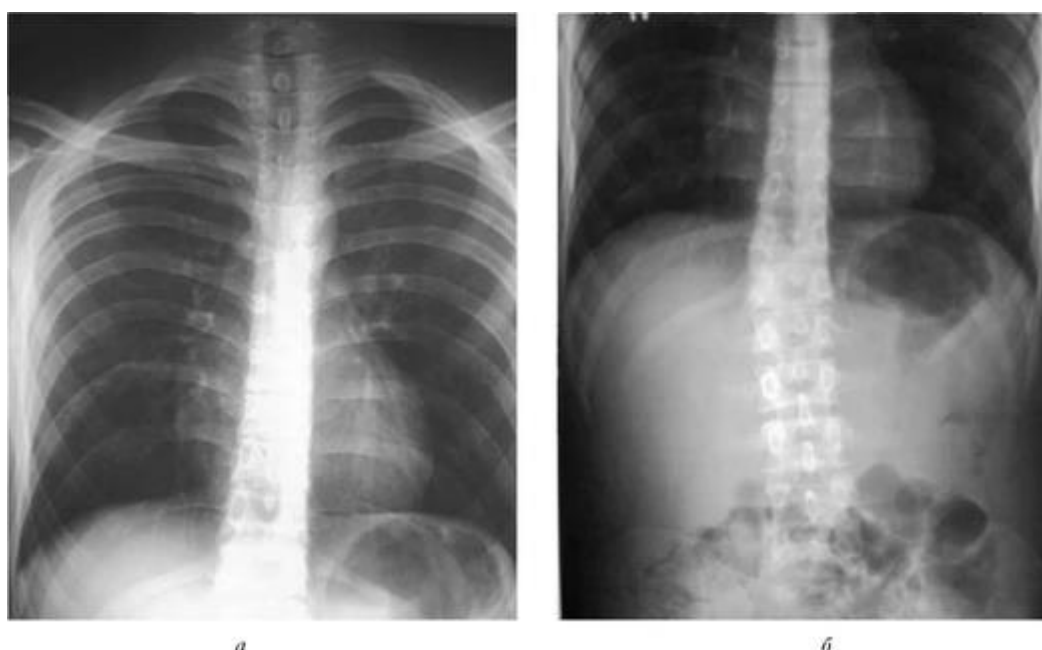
Рентгенограммы грудного (а) и поясничного (б) отделов позвоночника в вертикальном положении
